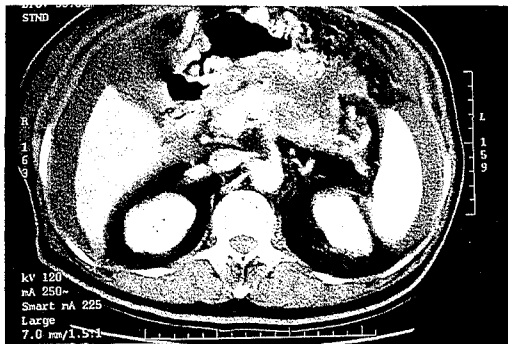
CT scan of abdomen showed blurring of pancreatic body with hypodense lesion in the peripancreatic region. The peripancreatic region showed hypodensity similar to fluid density with heterogenous enhancement in some solid part. Posterior wall of the gastric wall revealed indistinct interface with peripancreatic region. There were profuse ascites.
